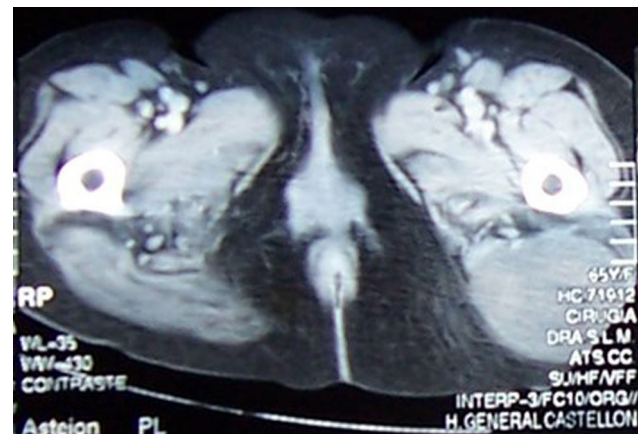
Tomografía axial computada. Masa bien circunscrita de 8 × 6 cm, hipodensa y sin realce tras inyección de contraste en el seno del glúteo mayor.
